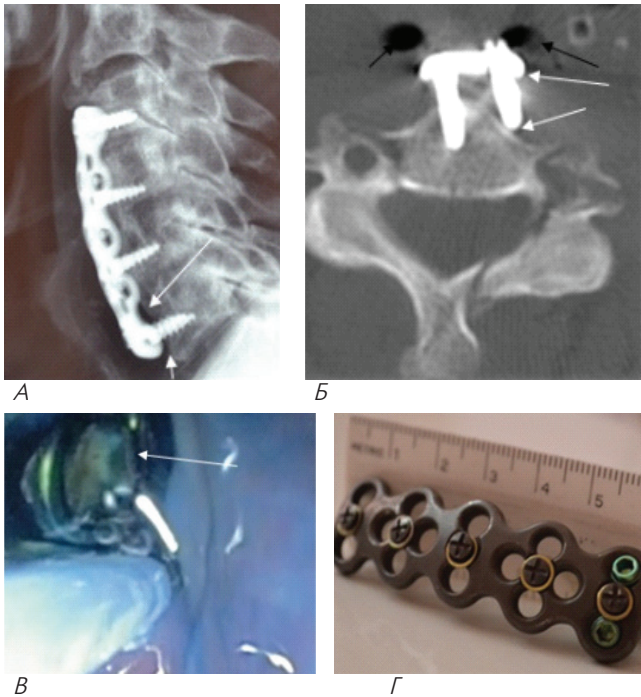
а) – рентгенография шейного отдела позвоночника в боковой проекции. Консолидация межтеловых трансплантатов удовлетворительная, обращает на себя внимание отсутствие конгруэнтности титановой пластины к позвонкам (белая стрелка); б) – компьютерная томография шейного отдела позвоночника, аксиальная проекция. Отмечается миграция фиксирующего винта и пластины (белые стрелки), косвенные признаки околопищеводного абсцедирования (пузырьки газа) (черные стрелки); в) – интраоперационная эзофагоскопия. В просвете пищевода на уровне С6 позвонка определяется фиксирующий винт (белая стрелка); г) – фотография титановой пластины после ее удаления.
